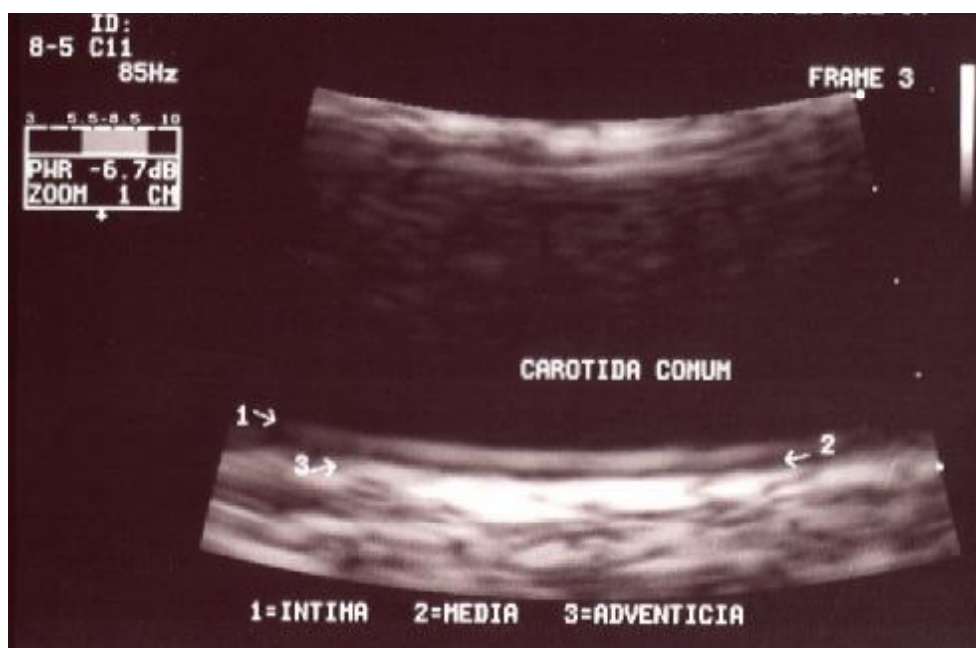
Ecografia da carótida identificando as 3 túnicas (imagem cedida pela Ultracor, Recife - PE).
